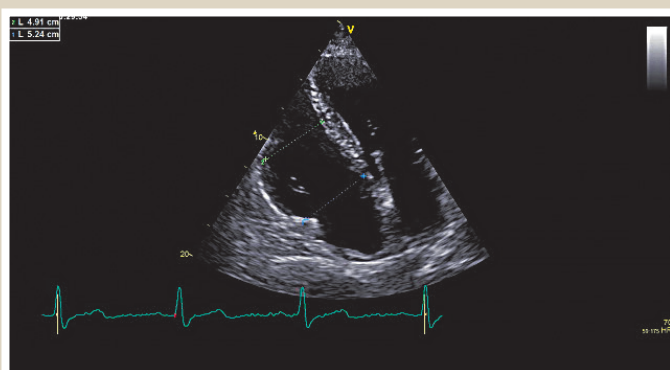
The RV-focused apical view, end-diastolic frame. Two-dimensional standard echocardiography, gray scale mode.
